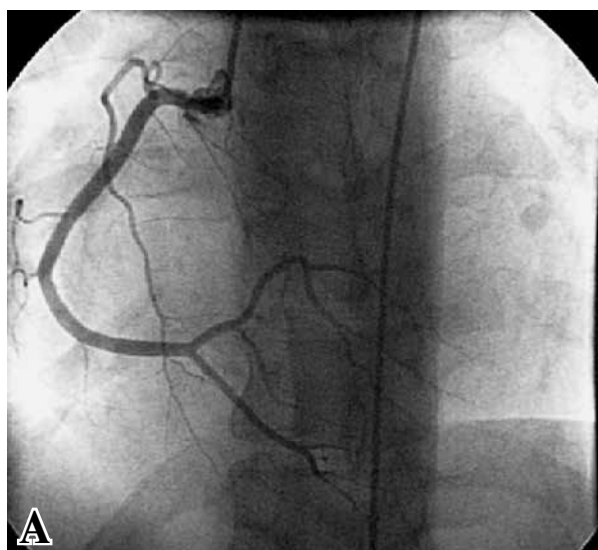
Коронарорентрикулограмма слесаря-сборщика, 42 лет (стаж работы в вибро-шумовых условиях 14 лет) в сопоставлении с векторэхокардиограммой: на фоне интактных коронарных артерий (А) наблюдается нарушение продольной деформации миокарда в базальных и медиальных сегментах передней, переднеперегородочной и базальной стенок миокарда левого желудочка в состоянии покоя (Б) и существенное углубление нарушений в добутаминовом стресс-тесте (В).
